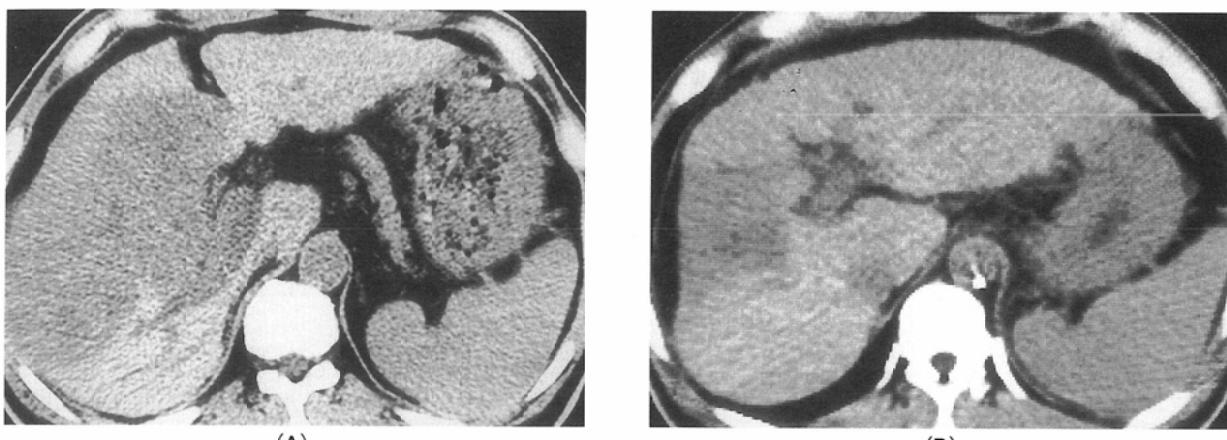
A case of hepatocellular carcinoma whose CT scans show the shrinkage of tumor in size after hepatic chemotherapy with DSM (59-year-old male)
